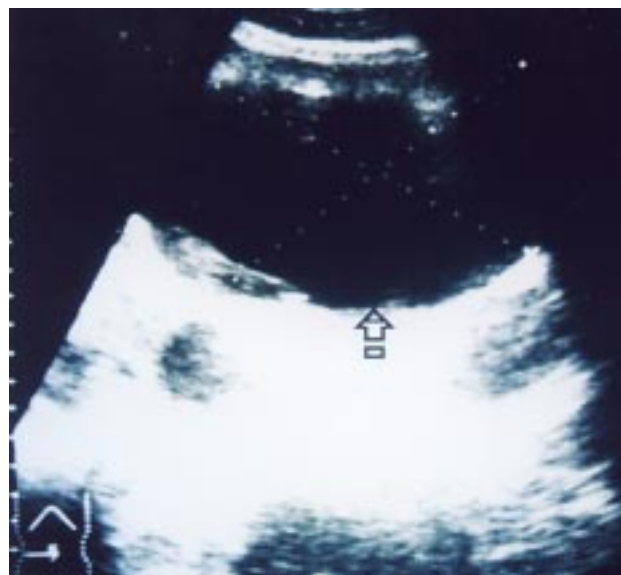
Rastreo ultrasonográfico que identificó una gran lesión anecoica (flecha), la cual correspondió a un quiste hepático simple.
